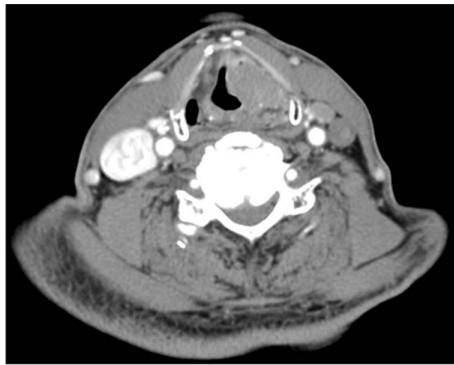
Neck CT. About 1.9×2.3×2.7cm(trans×AP×CC) sized, enhancing mass lesion is noted in the left supraglottis and glottis.
